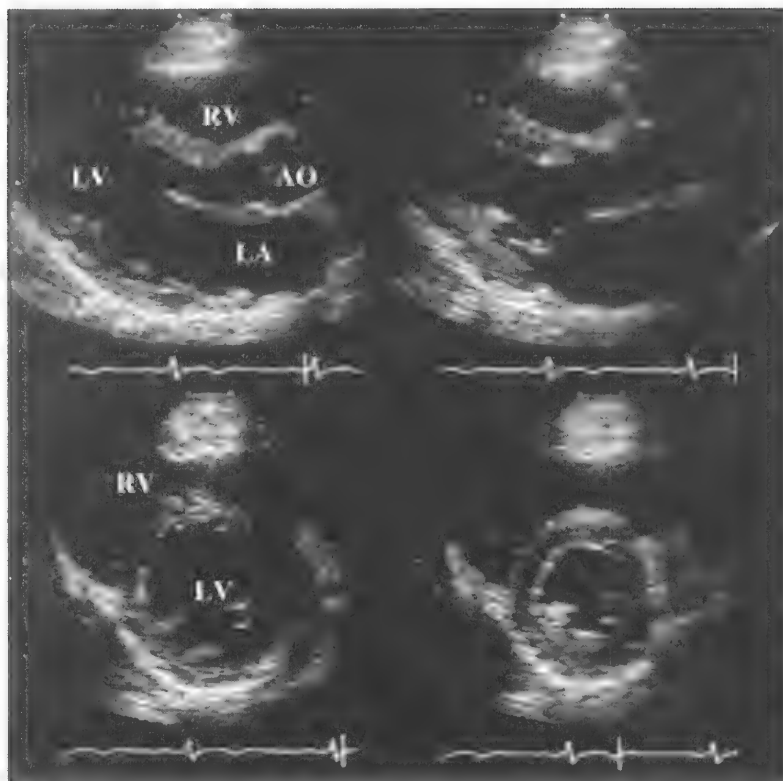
拥有正常心脏的正常患者的二维多普勒超声心动影像。上层:舒张期(左)和收缩期(右)的胸骨旁长轴影像,收缩期可见心肌增厚及左室容积减少。瓣叶变薄并宽阔地张开。下层:舒张期(左)和收缩期(右)的胸骨旁短轴影像,可见收缩期左室容积减少以及室壁增厚。LA,左房;RV,右心室;AO,主动脉
